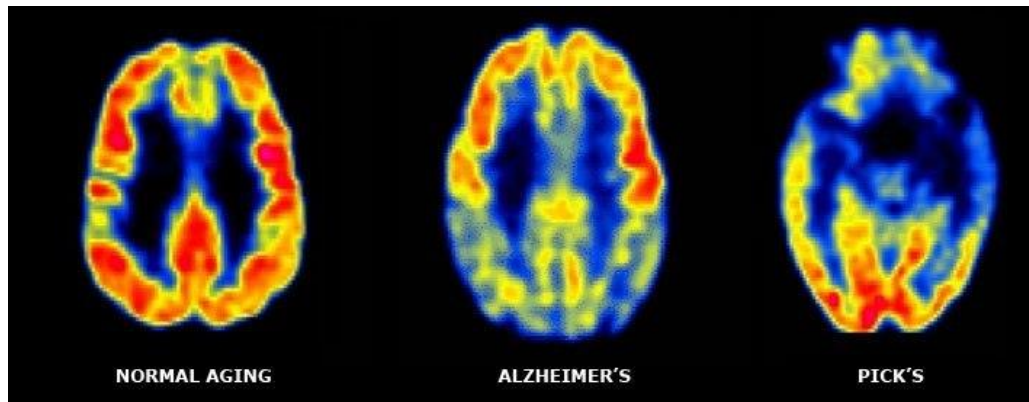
Comparación SPECT cerebro normal, Alzheimer y con enfermedad de Pick.<sup>52</sup>
